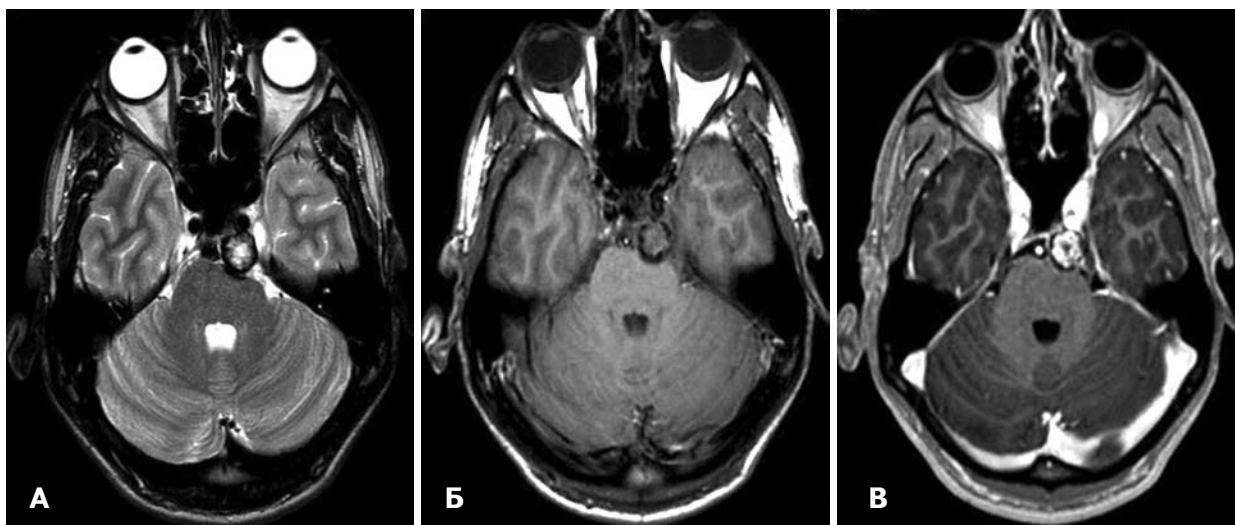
МРТ головного мозга пациента Б., 20 лет, до СТРХ. А — Т2ВИ; Б — Т1ВИ; В — радиохирургический режим (толщина среза 0,1 см) с внутривенным контрастированием.
